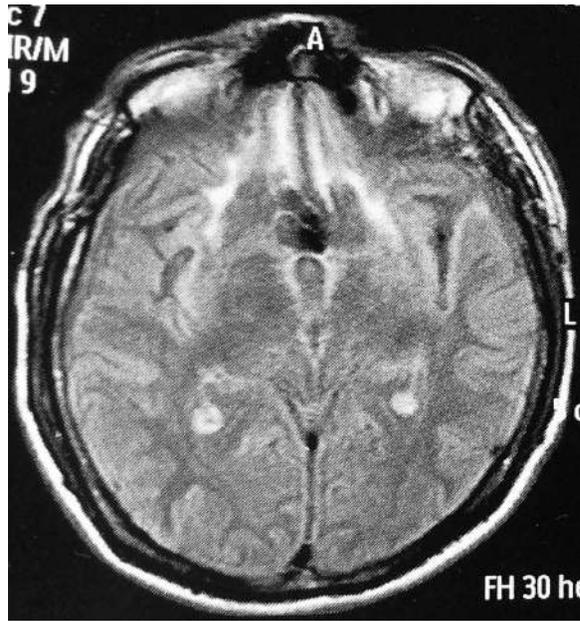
Resonancia cerebral simple que muestra zonas de contusión hemorrágica en la corteza orbitofrontal bilateral, de predominio derecho. Secuencia FLAIR, corte axial.
